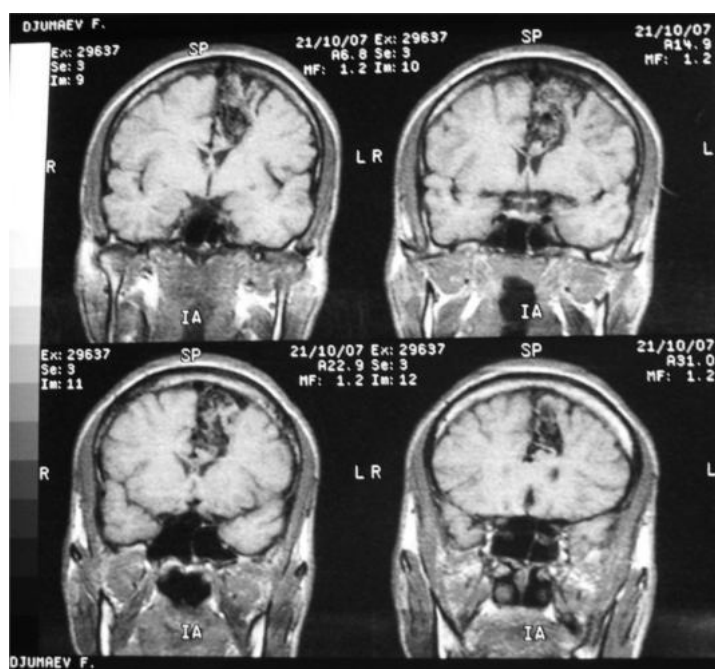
Больной Д., 43 года. И/Б № 10962. Дата поступления: 27.03.2008. МРТ-признаки артериовенозной мальформации левой теменной области сосудов головного мозга
